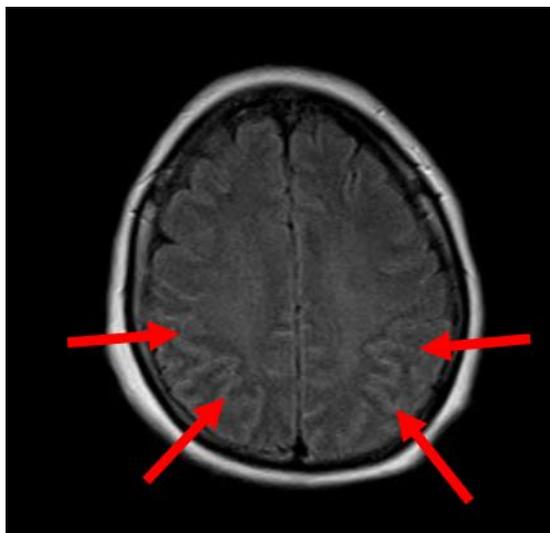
Paciente adulto que recibió administración suplementaria de oxígeno a altas dosis durante la RM. Se observa ausencia de supresión en el espacio subaracnoideo en imagen FLAIR (flechas).
